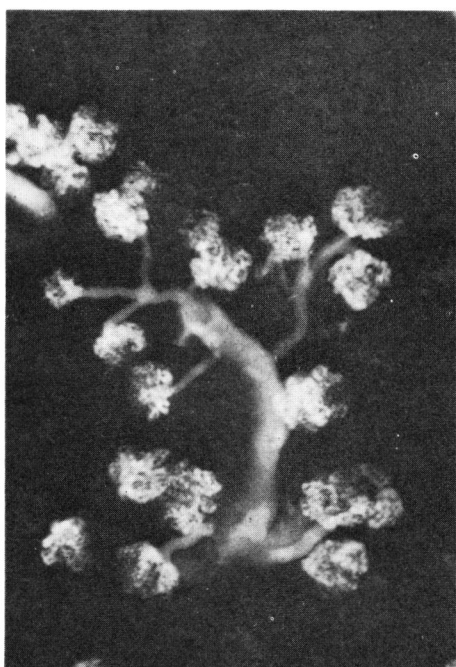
Contact microradiography (11週目)
